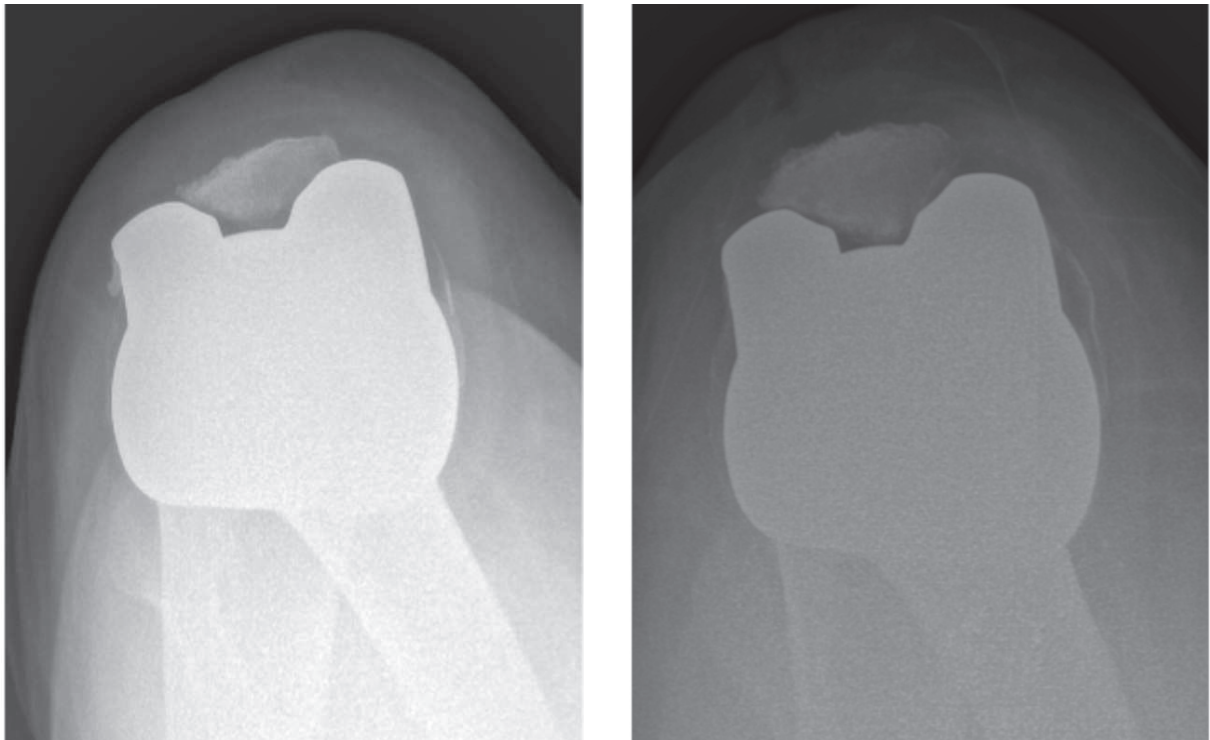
Ambas radiografías corresponden a pacientes con dolor postartroplastia de origen femoropatelar. En la imagen de la izquierda se demostró que el origen del dolor estaba en una malrotación del componente femoral. En la imagen de la derecha no se pudo determinar la causa del dolor.
